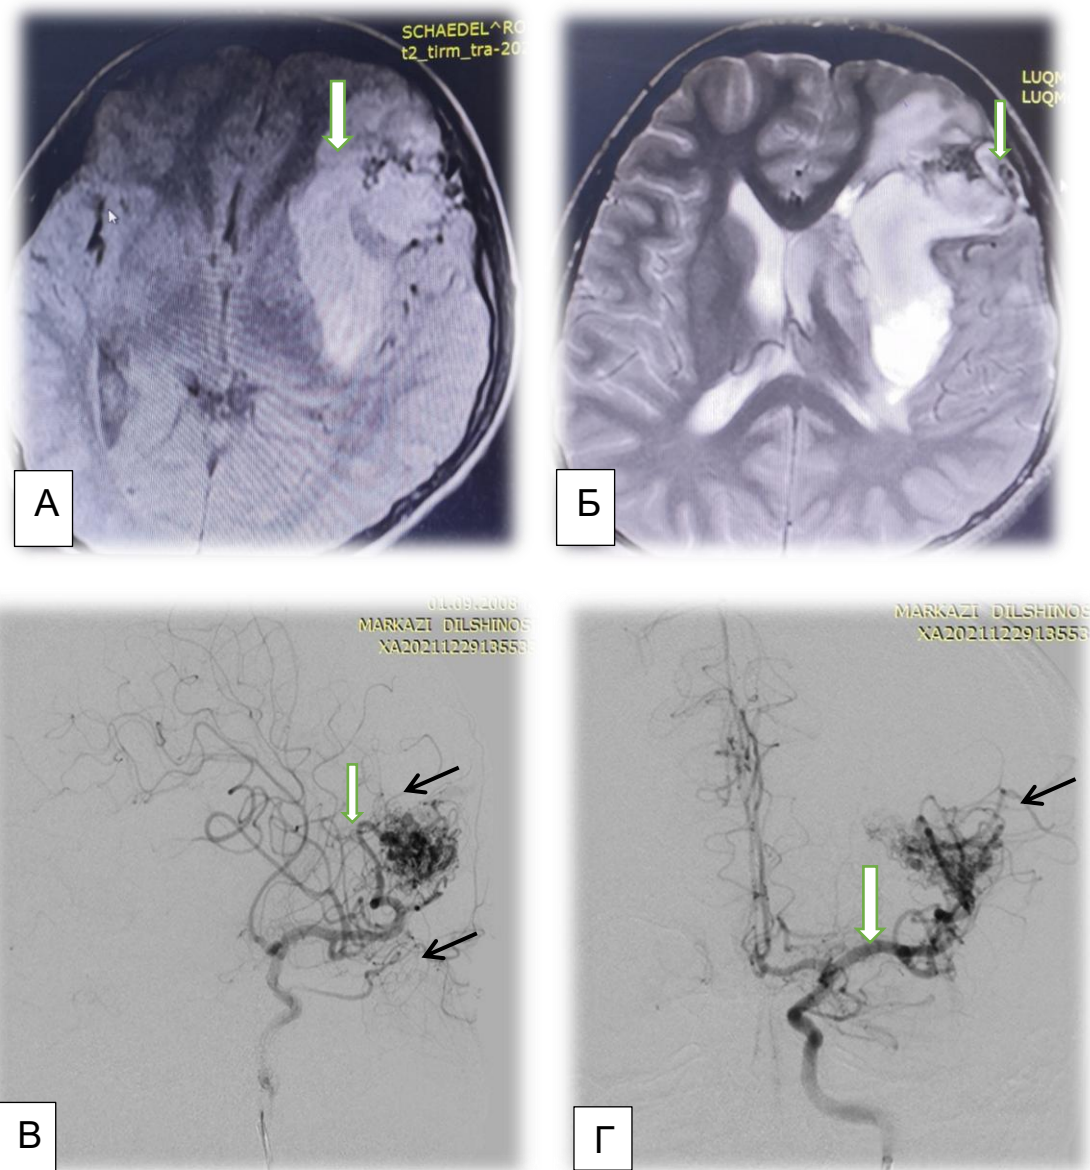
АВМ левой лобной доли головного мозга: МРТ - SWI и в T2 режиме визуализируются признаки кровоизлияния (А, Б), В – церебральная ангиограмма в боковой проекции. АВМ левой лобной доли. Г – церебральная ангиограмма в прямой проекции. АВМ левой лобной доли. АВМ левой лобной доли, афферентные сосуды (указаны стрелкой), черной стрелкой обозначены дренирующие вены, белые стрелки – афференты
